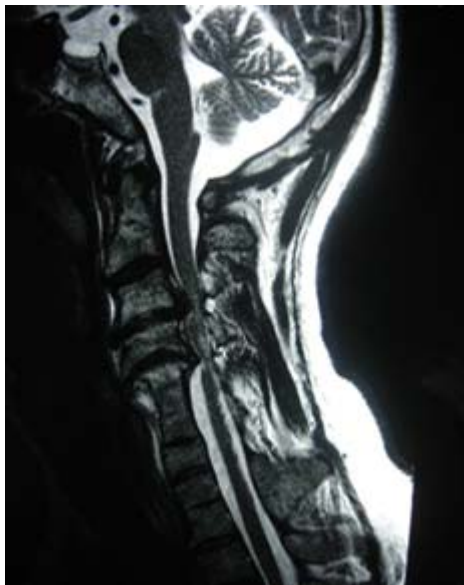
Imagem de ressonância magnética obtida no plano sagital, ponderada em T2 (pré-operatório) evidenciando espondilodiscopatia degenerativa no segmento C3 a C5 com sinais de mielopatia compressiva.
